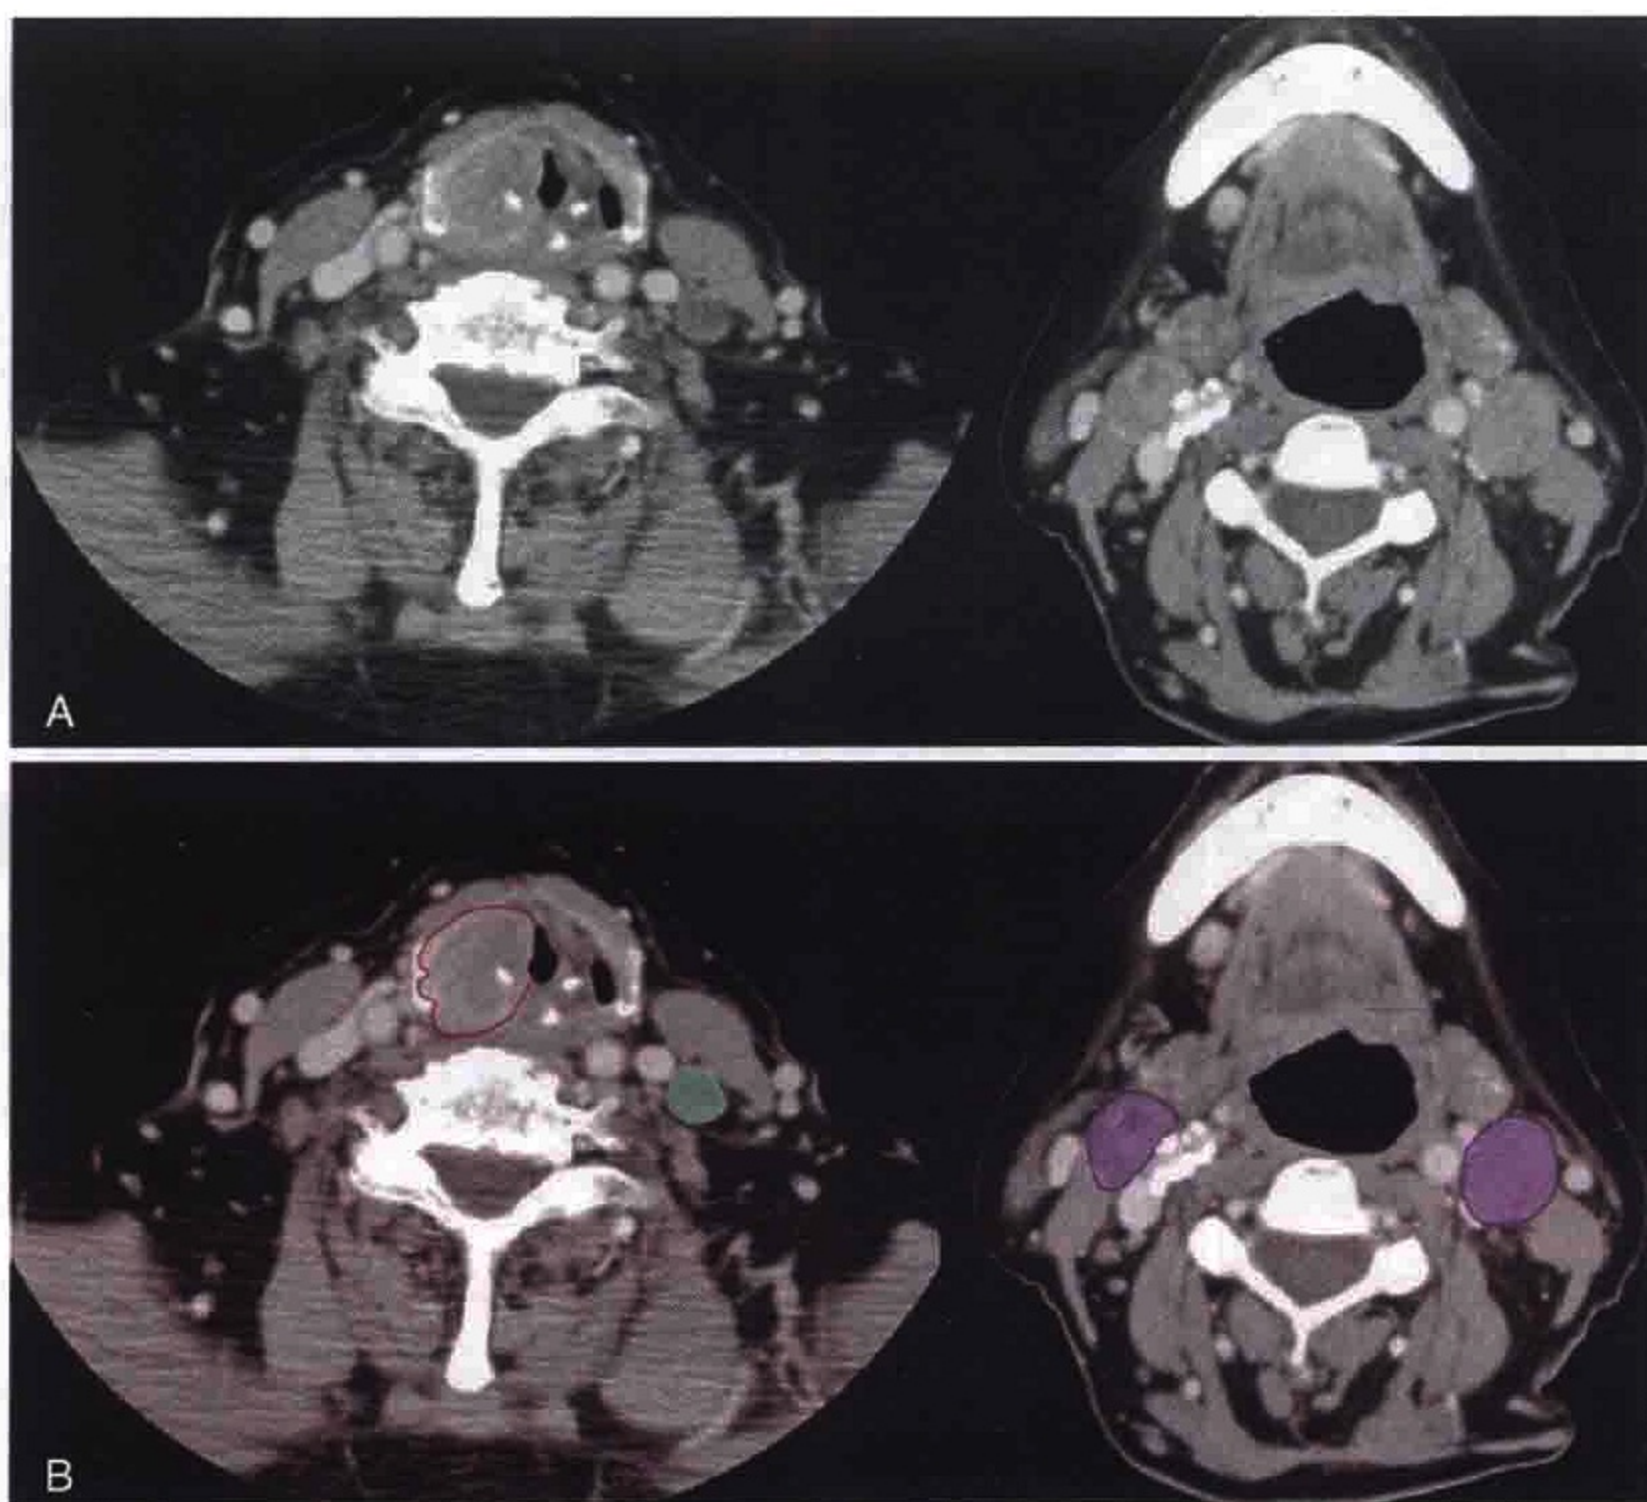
A. 横轴位 CT 增强扫描显示右侧低分化梨状窝癌患者双侧 II 区淋巴结肿大。 B. 肿瘤和淋巴结被勾画出来
